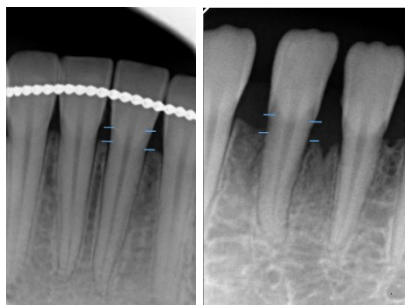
Radiografias periapicais e respetivas medições das distâncias entre a LAC e a COI, mesial e distal, dos dentes com RG, para confirmação da classificação das RGs. De referir que a 1ª radiografia corresponde clinicamente a uma RG, Classe I de Miller, no dente 31, e a 2ª radiografia corresponde clinicamente a uma RG, Classe III de Miller, no dente 41.
